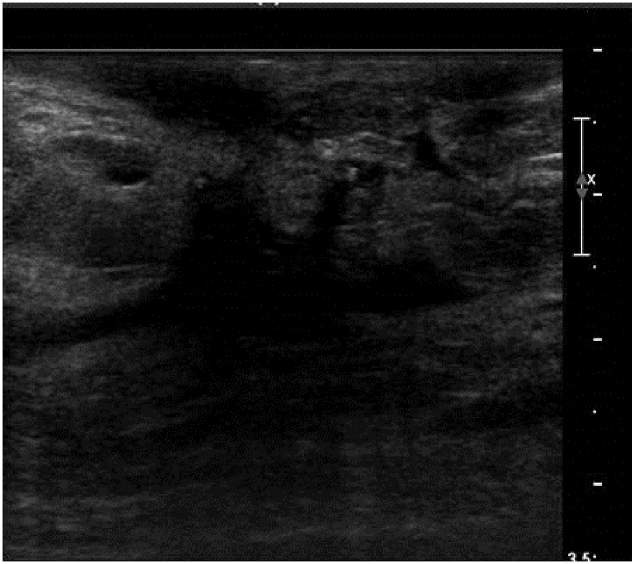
Follow-up ultrasonography performed after 2 weeks of treatment shows improving state of a subareolar abscess on right breast.
